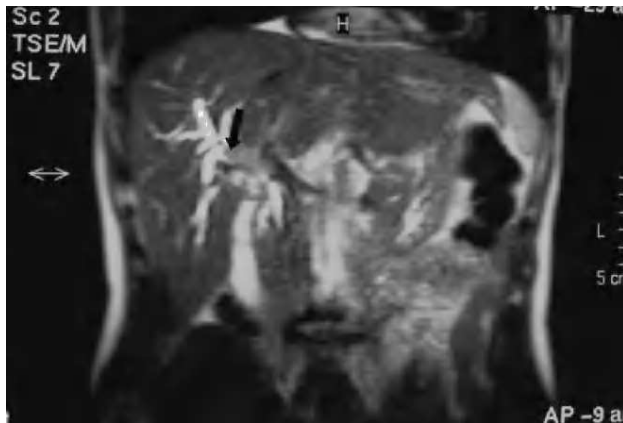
Colangiorresonancia: estenosis de colédoco proximal (flecha) con dilatación de conductos biliares asociados sugestivo de colangiocarcinoma.
